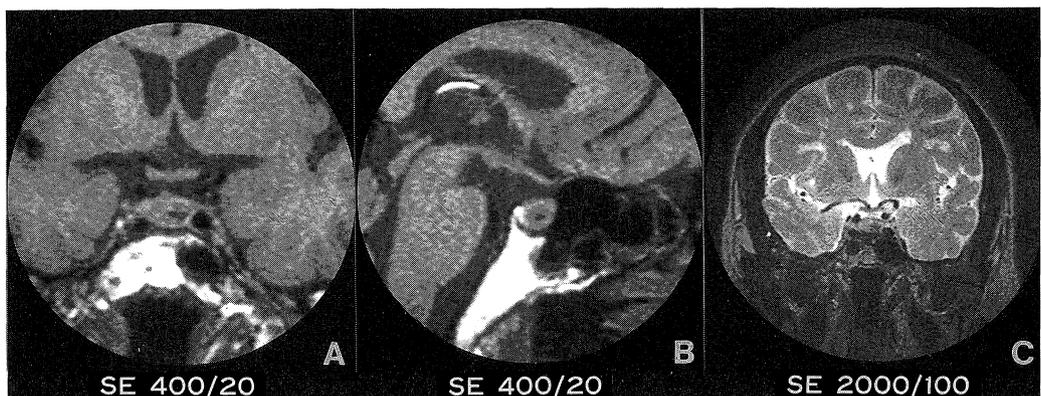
Case 2. MR imaging one month after plate 4. Signal hypointensity on the right side of the pituitary gland is demonstrated in T1-weighted image (A and B, SE; 400/20).
